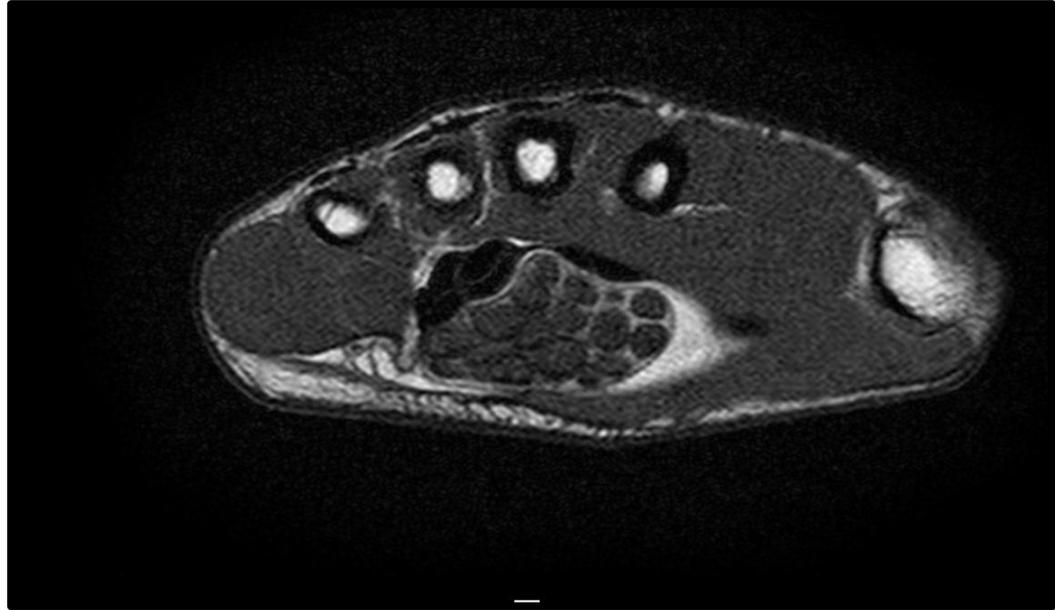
RM de muñeca en secuencia T1, corte axial, se evidencia engrosamiento del nervio mediano y de sus fascículos, asociado a la presencia de tejido adiposo que interdigita entre los haces nerviosos conformando una tumoración que determina efecto de masa sobre los tendones flexores.
